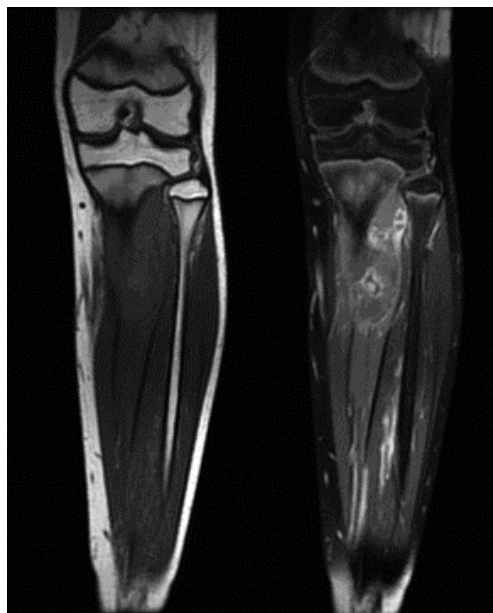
IRM de la jambe gauche chez un garçon de 13 ans, en coupe coronale T1 (à gauche), et en coupe coronale T1 avec saturation de la graisse et injection de contraste (à droite) objectivant une lésion dans la partie proximale de la diaphyse et de la métaphyse du tibia gauche, une destruction osseuse importante et une masse des tissus mous avec un rehaussement hétérogène après injection du produit de contraste (99).
